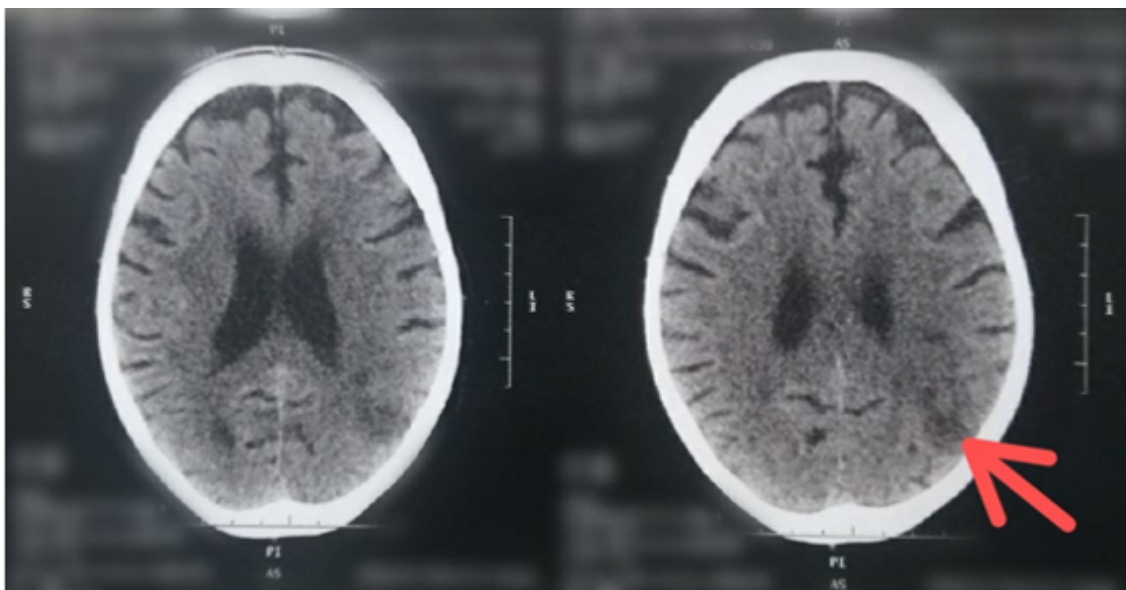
Tomografia computadorizada de crânio sem contraste, revelando área hipodensa envolvendo o lobo parietal e hipodensidade da substância branca periventricular, após 24 horas de início do quadro clínico, sugerindo AVC isquêmico.
